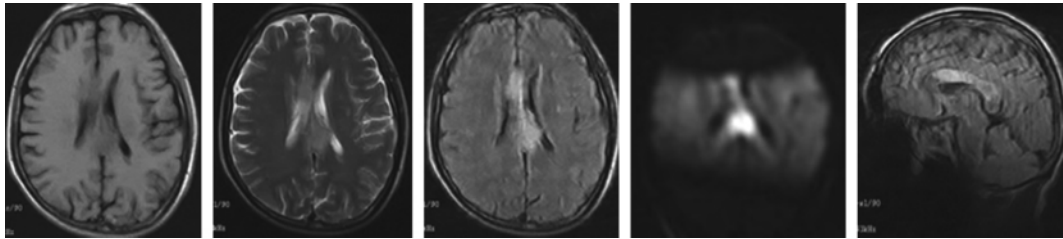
男 56 岁, 烦躁, 意识障碍 2 天就诊。胼胝体干部梗死, 各序列均显示较清晰, DWI 更明显
